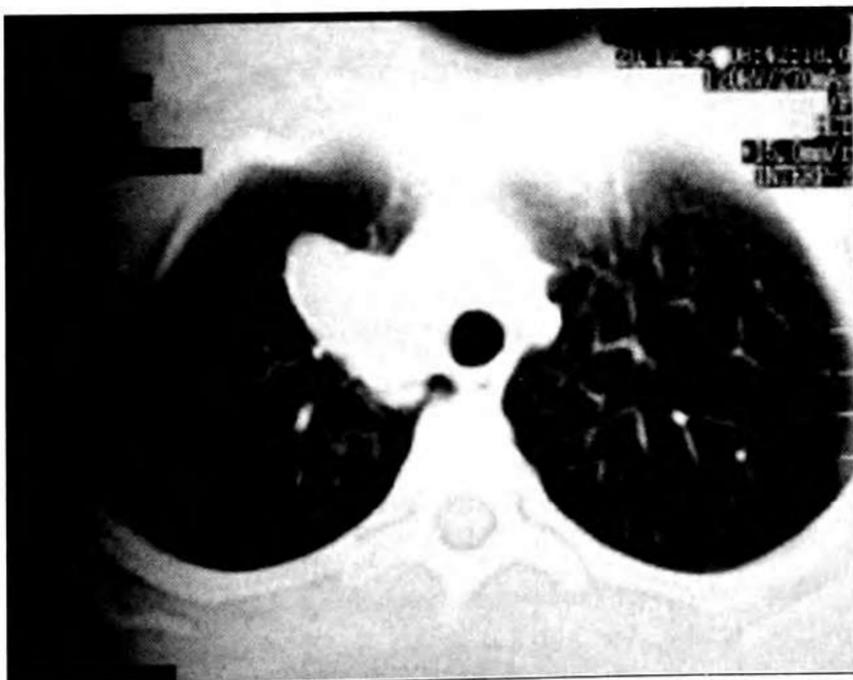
TAC de tórax que muestra masa mediastínica derecha. (Diciembre de 1999)
